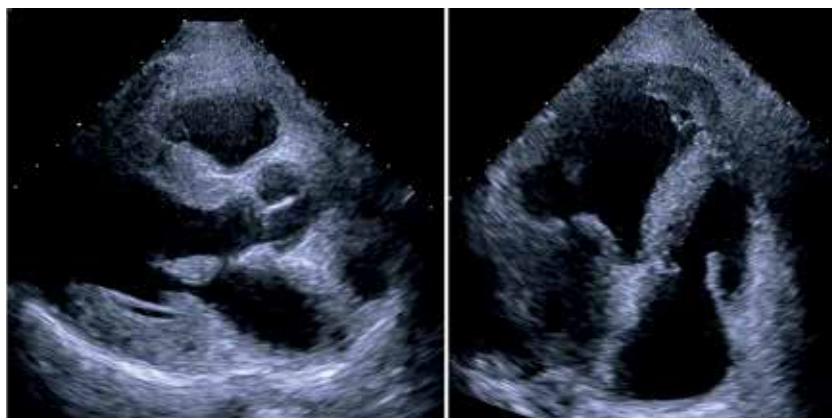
Эхокардиография пациентки
